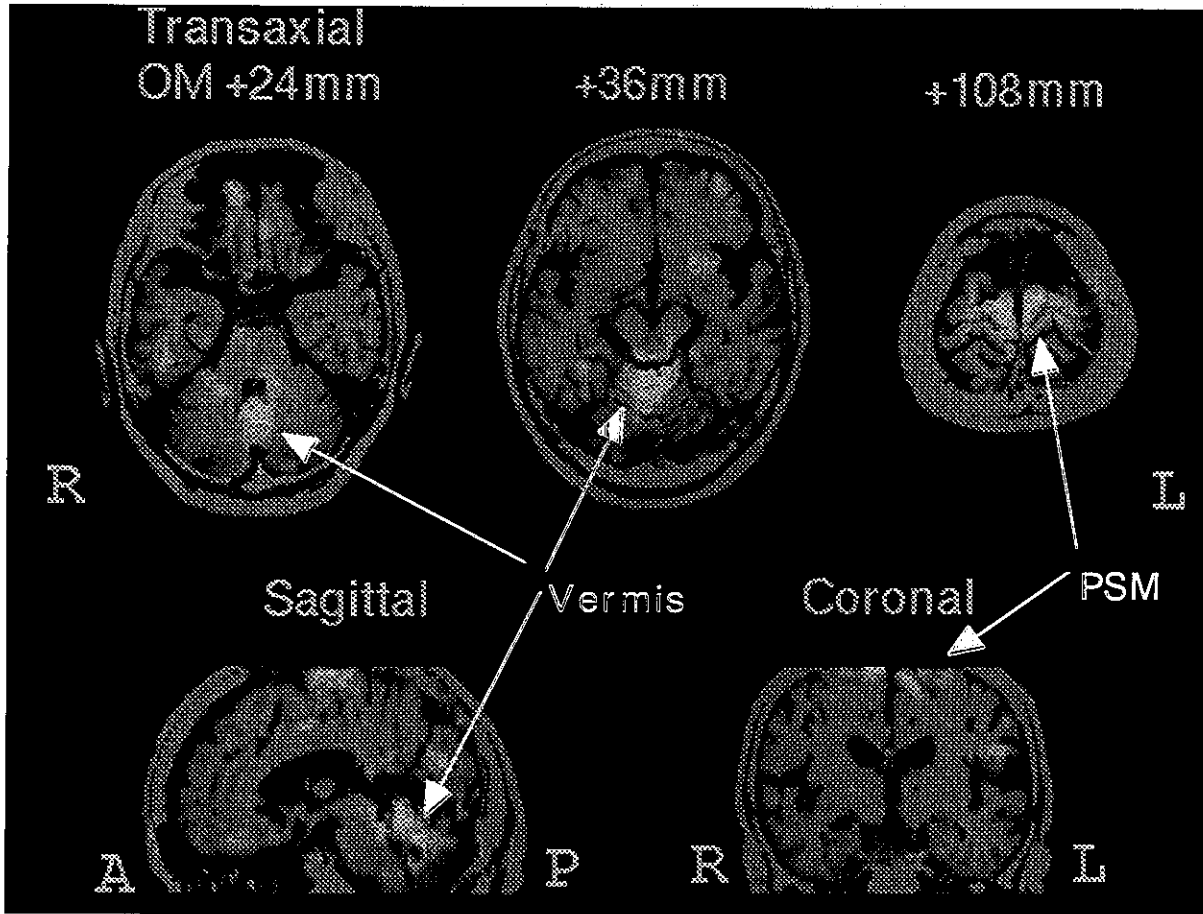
73歳の健常人女性にて、歩行による脳糖代謝の増加（白く光っている部位）をMRIに重ねて表示した。小脳虫部（Vermis）および一次運動感覚野上部（PSM）が賦活されている。
